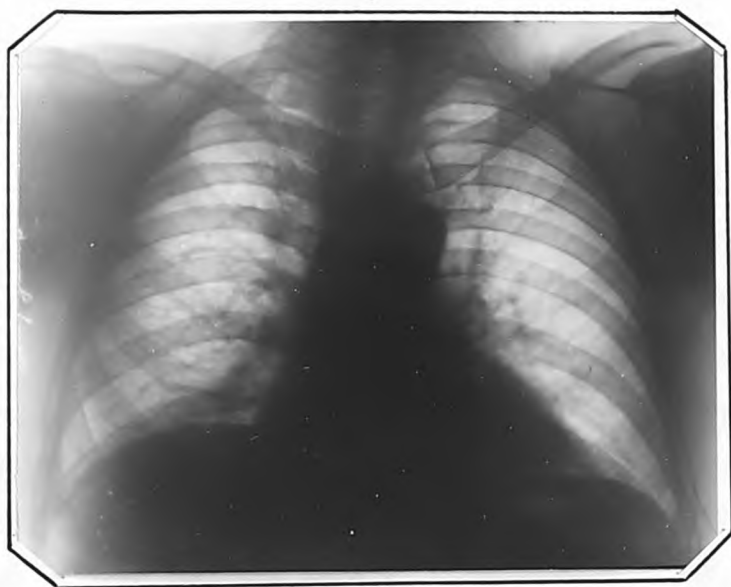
Рентгенограмма т.М. (через 12 лет) от
